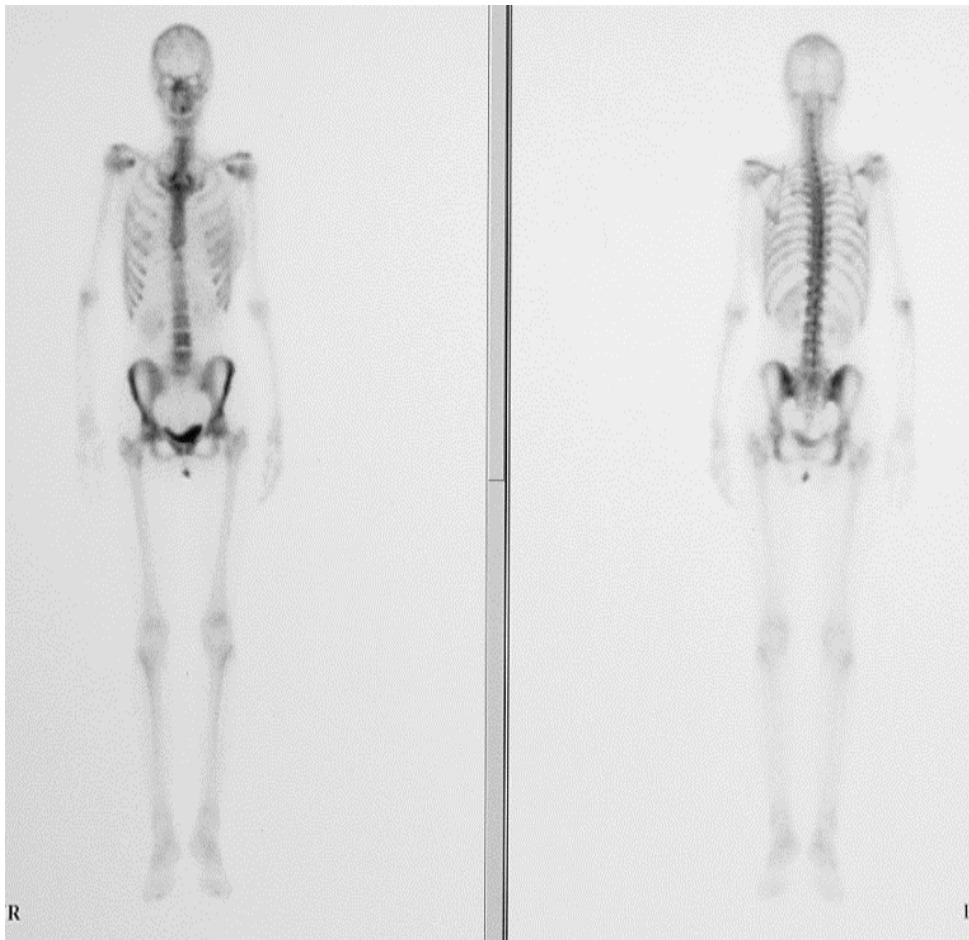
scintigraphie osseuse normale avec une bonne fixation sur les différentes pièces osseuses du squelette, on remarque une activité persistante dans les tissus mous, qui est faible mais reste cependant visible. Les reins et la vessie sont normalement visibles.
